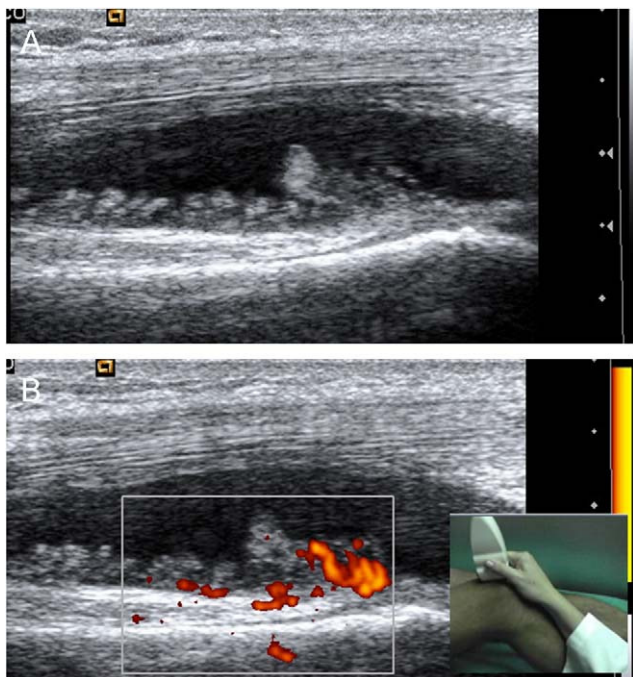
A) Corte longitudinal de la bursa suprapatelar de rodilla, en escala de grises. B) Doppler energía. Nótese la proliferación irregular arborescente de la sinovial, con señal Doppler de grado 2.
